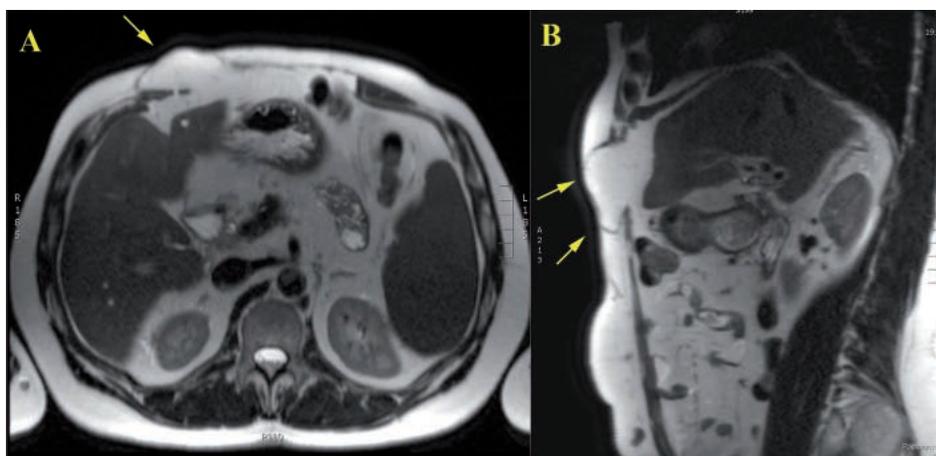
Eventración paramedial derecha en epigastrio. A y B. Imagen axial y sagital de RM potenciadas en T2 que muestran la rotura de la línea alba con atrofia y rotura muscular del recto derecho y eventración de grasa intraperitoneal.
